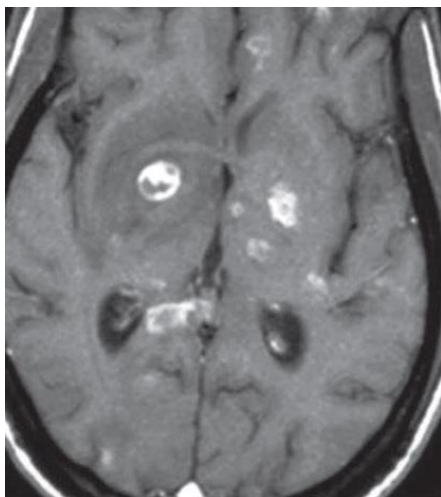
Imagen de RM en T1 con contraste en donde se observan lesiones con realce nodular y anular en relación a un paciente con toxoplasmosis.
